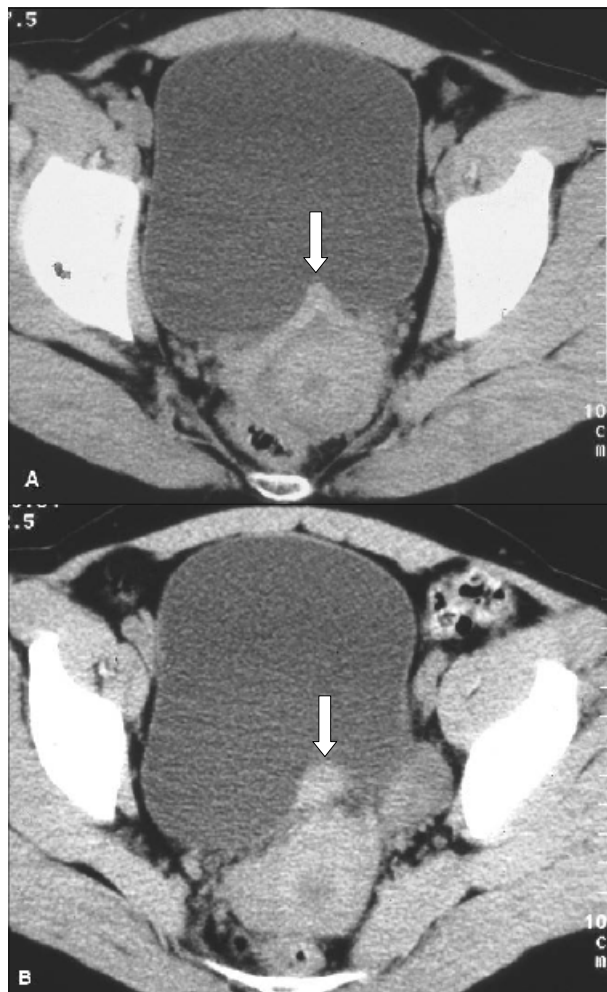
TC (A) e (B) mostram uma lesão com expressão endoluminal e com origem na parede posterior da bexiga.
